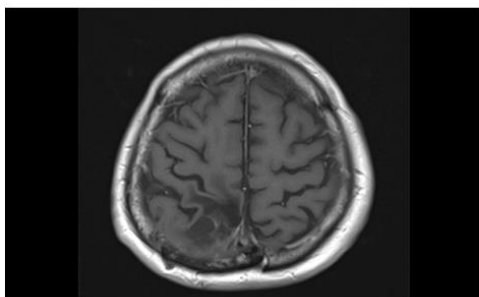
Axial T1-weighted MRI scan showing disappearance of the multilobulated contrast-enhanced lesions.
